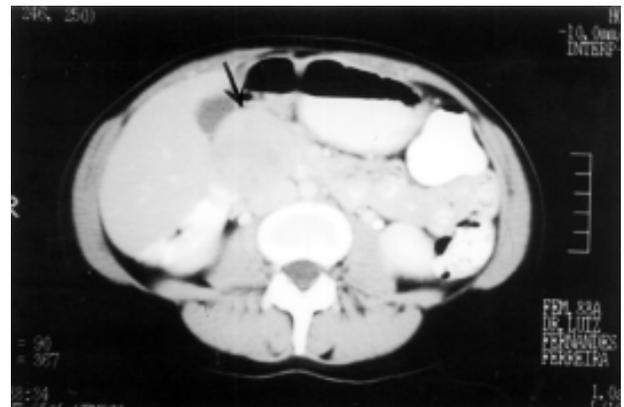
Tomografia computadorizada de abdome mostrando tumor em topografia de arco duodenal.
